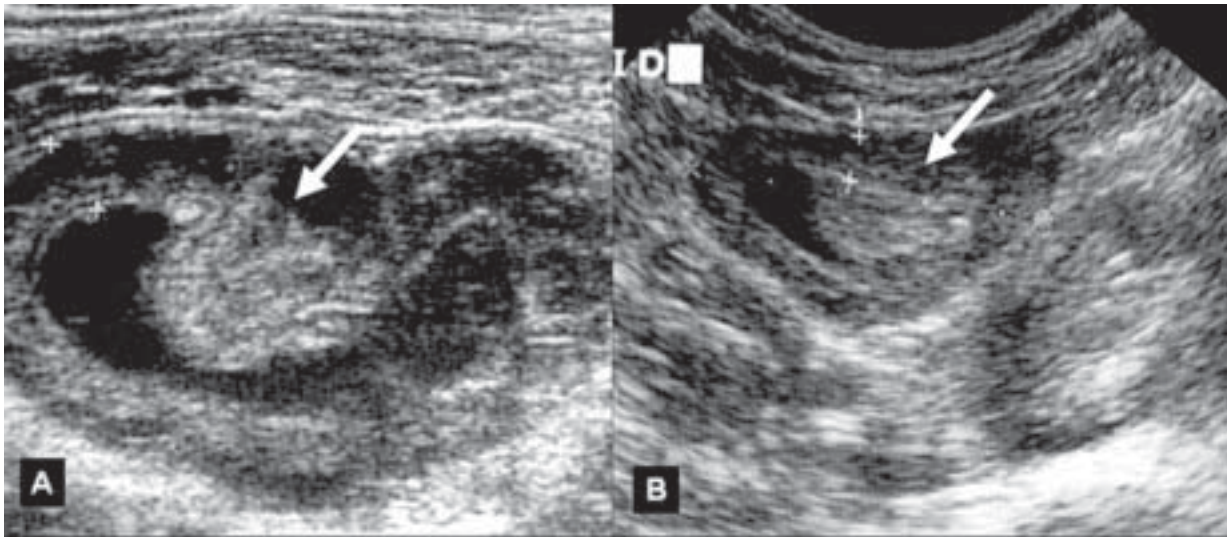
Paciente que debuta con hemorragia intestinal, dolor. Se realiza ecografía que muestra divertículo de Meckel invaginado (A) con engrosamiento de la pared intestinal (B)
